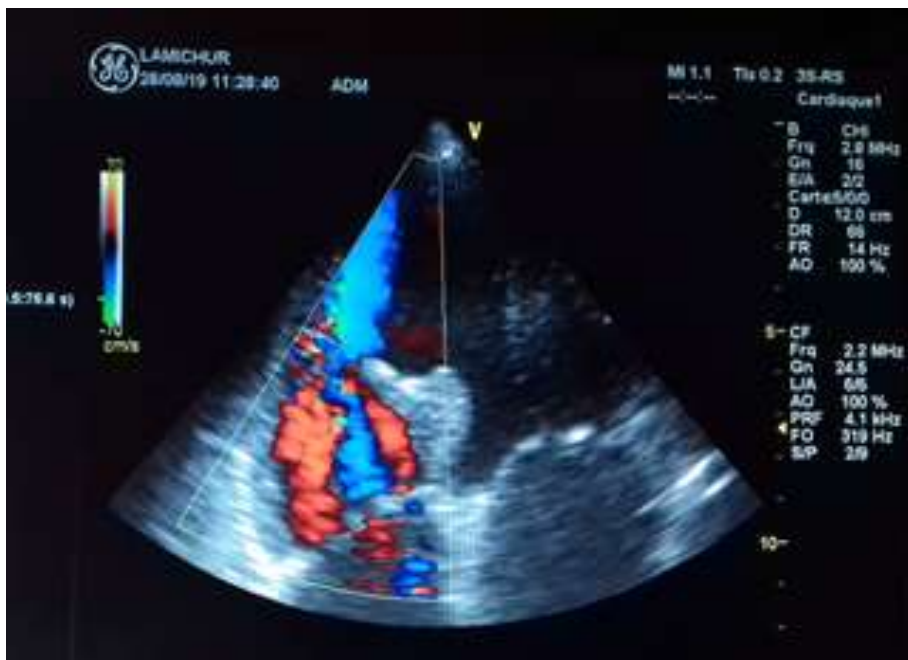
Echocardiographie transthoracique, coupe apicale incidence 4 cavités montrant la CIV avec shunt gauche-droit.
